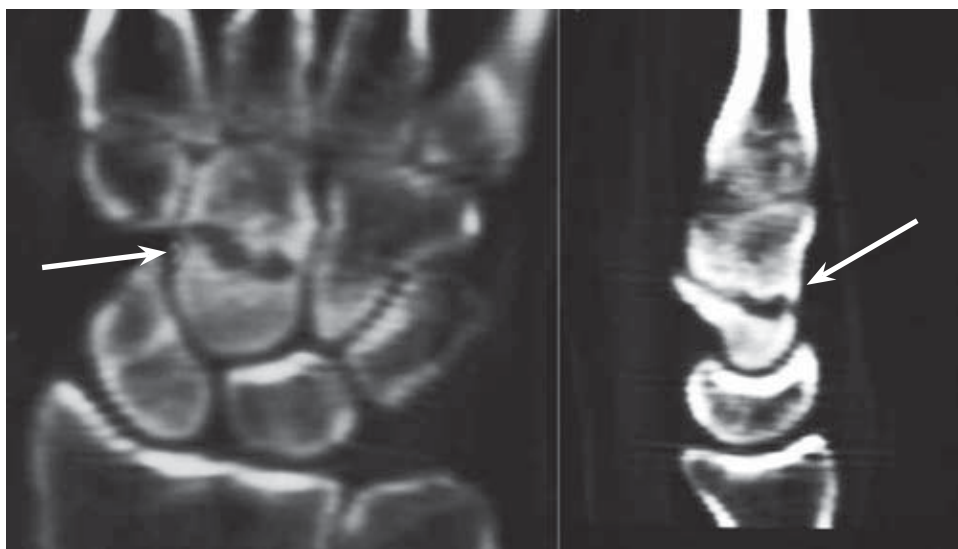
TC 3 meses evolución: Imagen coronal y sagital que muestra radiolucencias y extensas áreas líticas (flechas).
